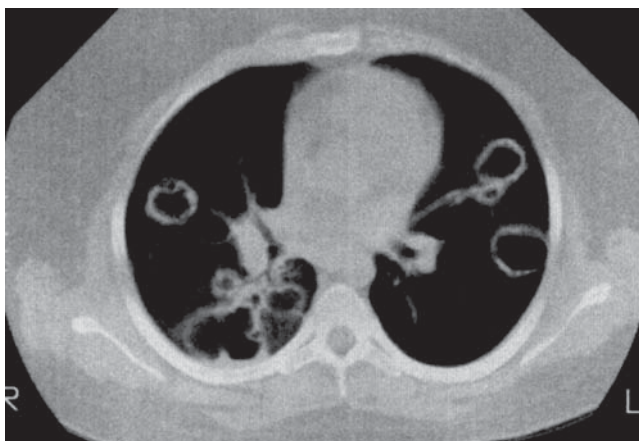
Tomografie computerizată a unui bolnav cu granulomatoza Wegener. Bolnavul a dezvoltat bilaterale infiltrate cavitare multiple.
